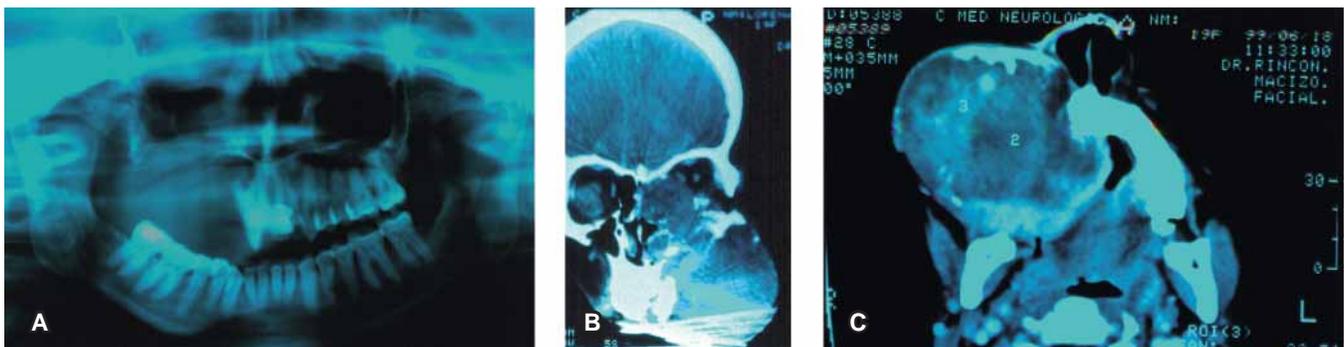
A, ortopantomografía. B y C, cortes coronal y axial de TAC.
